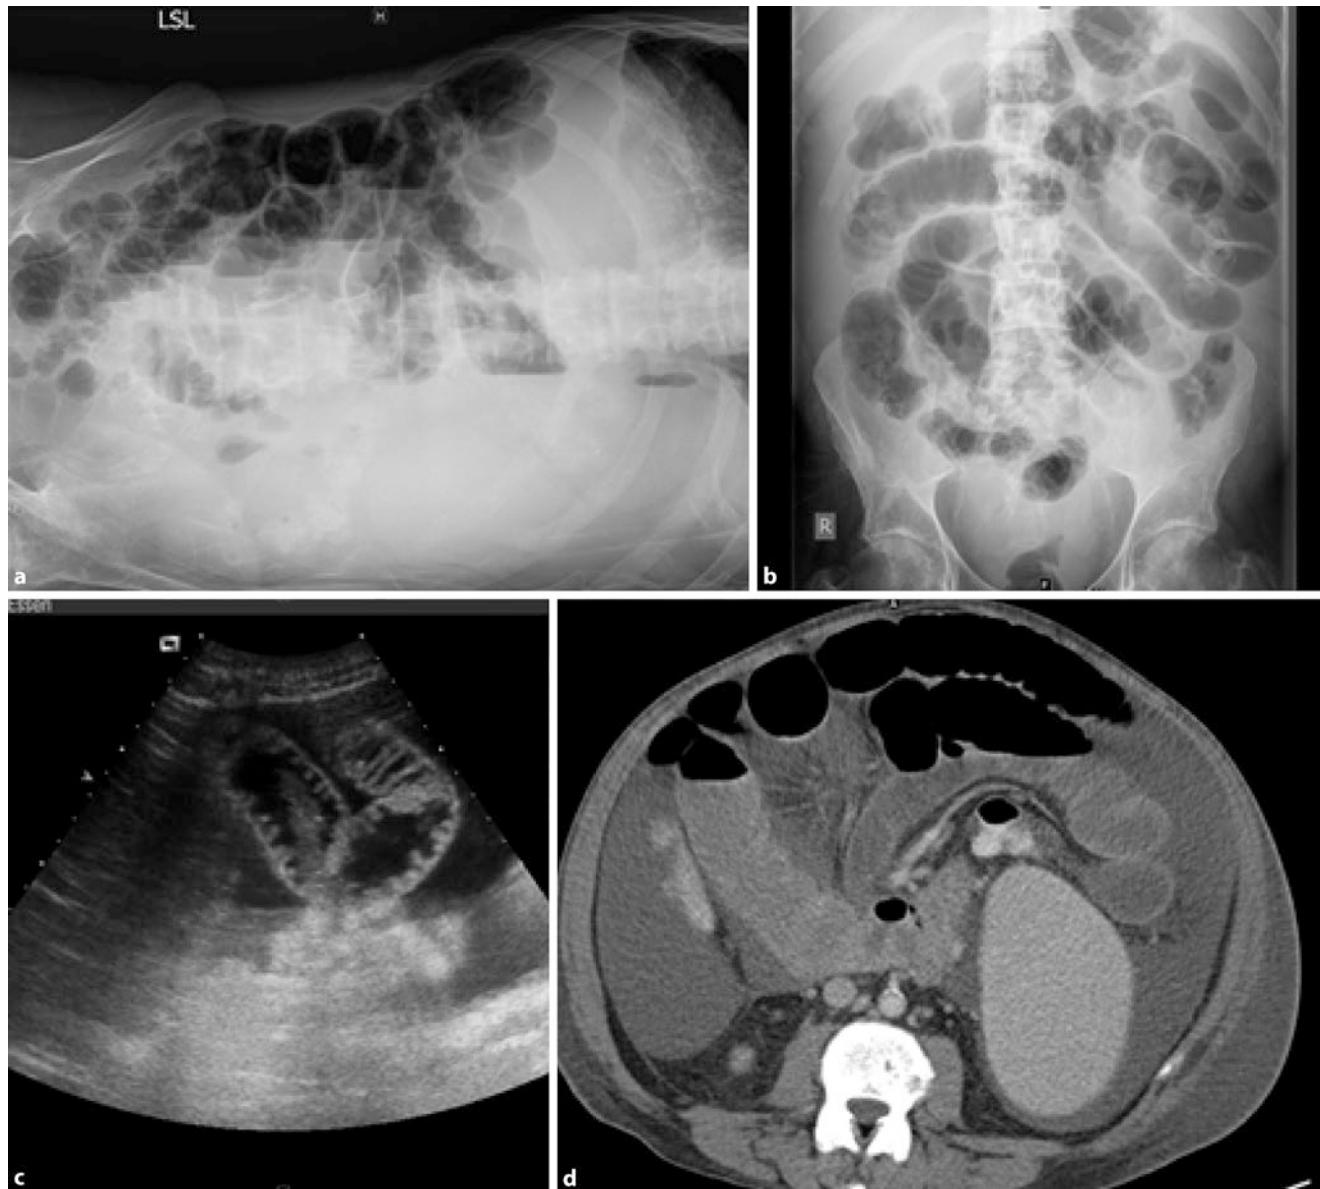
Typischer Abklärungsalgorithmus bei unklarem Abdomen: Methode der 1. Wahl sind Röntgenübersichtsaufnahmen (a, b), soweit möglich in Rücken- (b) und in Linksseitenlage (a; distender Dünndarm mit Spiegeln) sowie die Sonographie (c; ebenfalls erkennbare erweiterte Dünndarmschlingen, Aszites). Bei Unklarheiten erfolgt die Computertomographie (d; hier war keine mechanische Passagebehinderung erkennbar: paralytischer Ileus)
